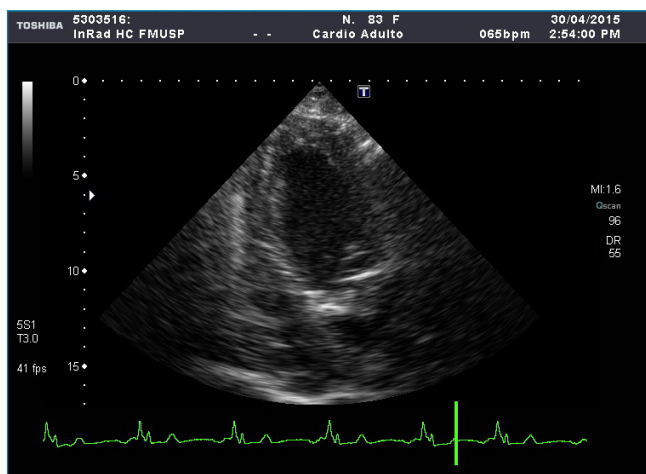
Ecocardiograma mostrando dilatação do ventrículo esquerdo.
